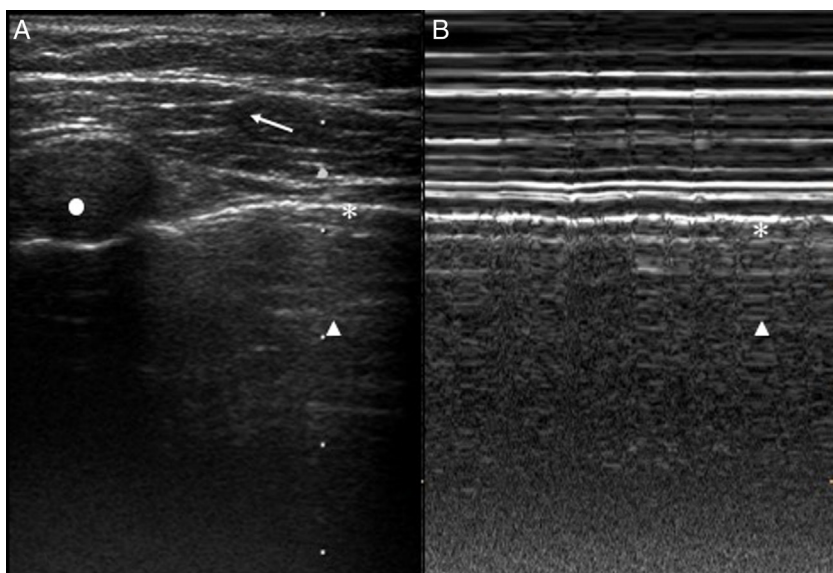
Ecografía pulmonar normal. A) Modo B. Plano muscular (flecha blanca). Costilla con sombra acústica posterior (punto blanco). Línea pleural (asterisco blanco). Parénquima pulmonar (triángulo blanco). B) Modo M. Signo de la orilla del mar.
